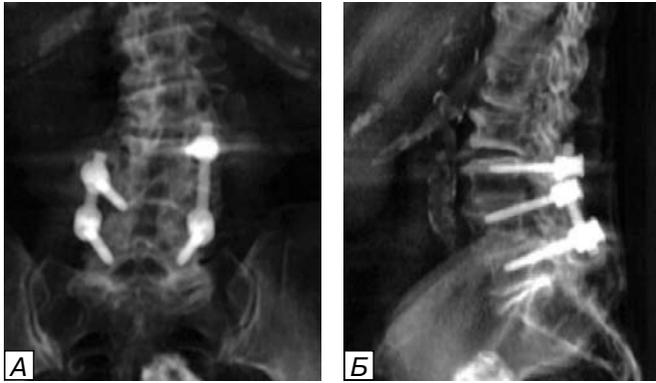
Исходное состояние транспедикулярного винта при первоначальном осмотре пациентки: Передний (а) и латеральный (б) КТ-снимки, сделанные в декабре 2010 г., за 6 мес до процедуры цементации, показывают стабильное расположение транспедикулярного винта в позвонках L3, L4 и L5.
